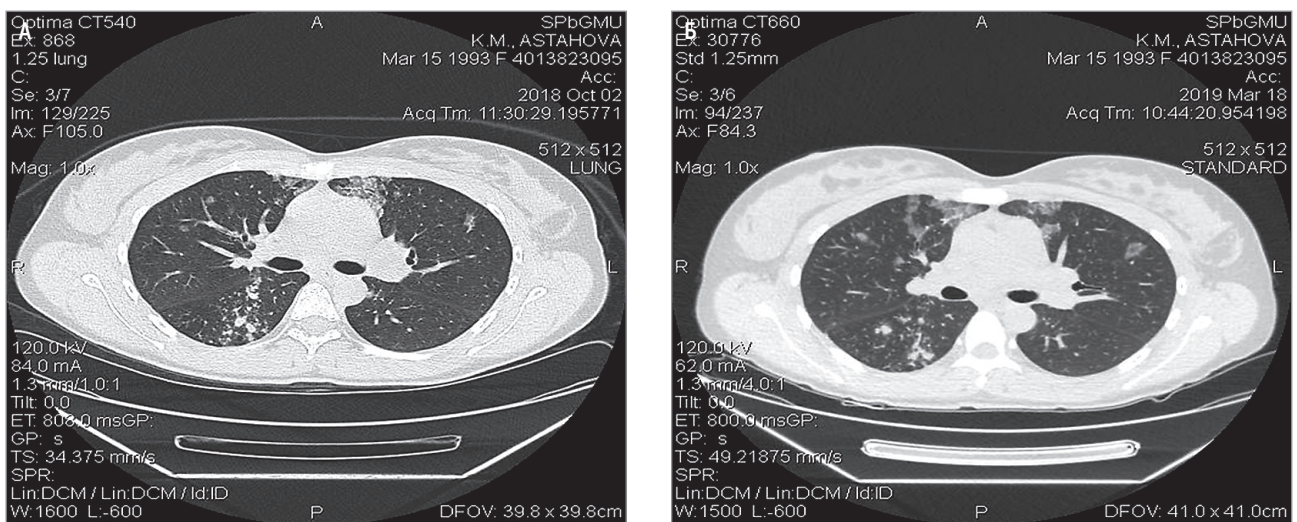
Картина легочного альвеолярного протеиноза у больной 26 лет: уплотнения интерстиция отдельных вторичных легочных долек («географическая карта»), нехарактерные для ЛАП бронхогенного типа сгруппированные плотные очаги, диаметром до 10 мм в S6 нижней доли правого легкого (проявления очагового туберкулеза) при компьютерной томографии от 02.10.2018; Б – частичный регресс очагов после проведения противотуберкулезной терапии при контрольном исследовании 18.03.2019
